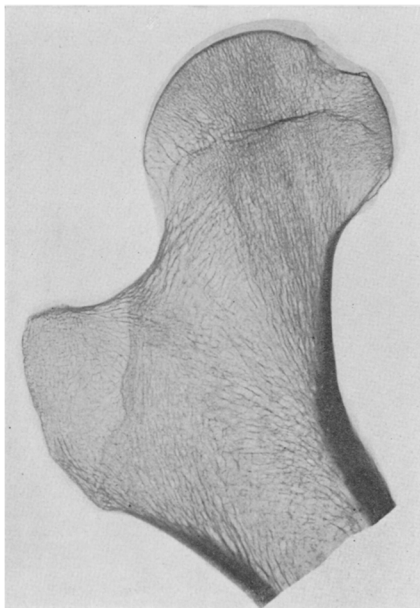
Röntgenaufnahme einer Knochenplatte 1 cm dick; Längsschnitt durch die Mitte der Epiphyse des Femur. Lungentumor. 58jähriger Mann.
